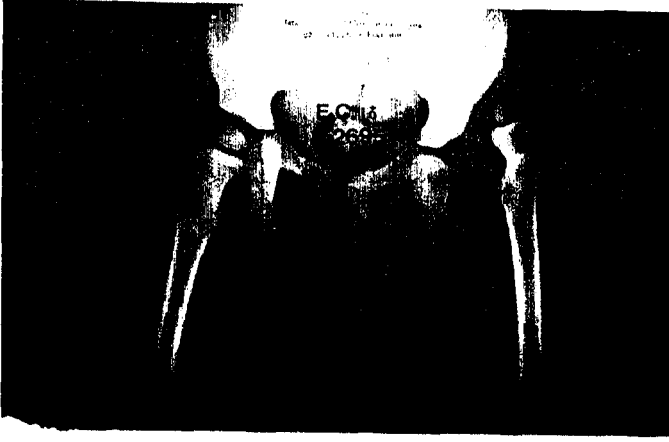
a : 30 aylık olgunun ameliyat öncesi grafisi
